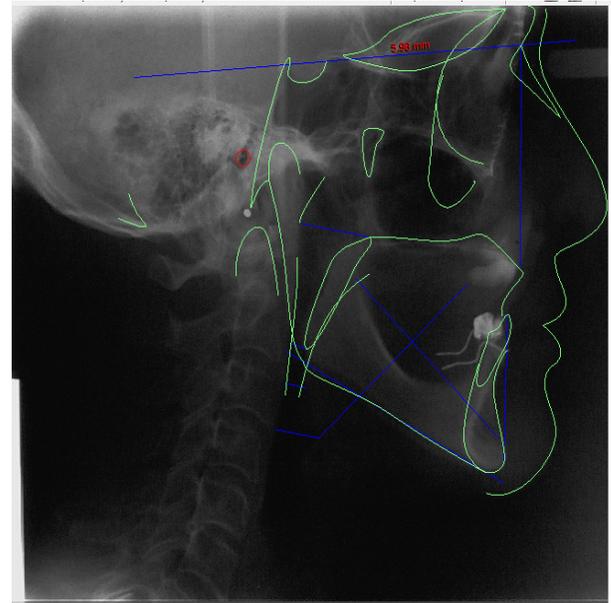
Trazado de áreas faciales. Radiografía 2 Se observa la disminución de los diámetros anteroposteriores a nivel de la orofaringe y el perfil facial pasa a ser recto en comparación con la radiografía 1 que se observaba ligeramente protruido.
